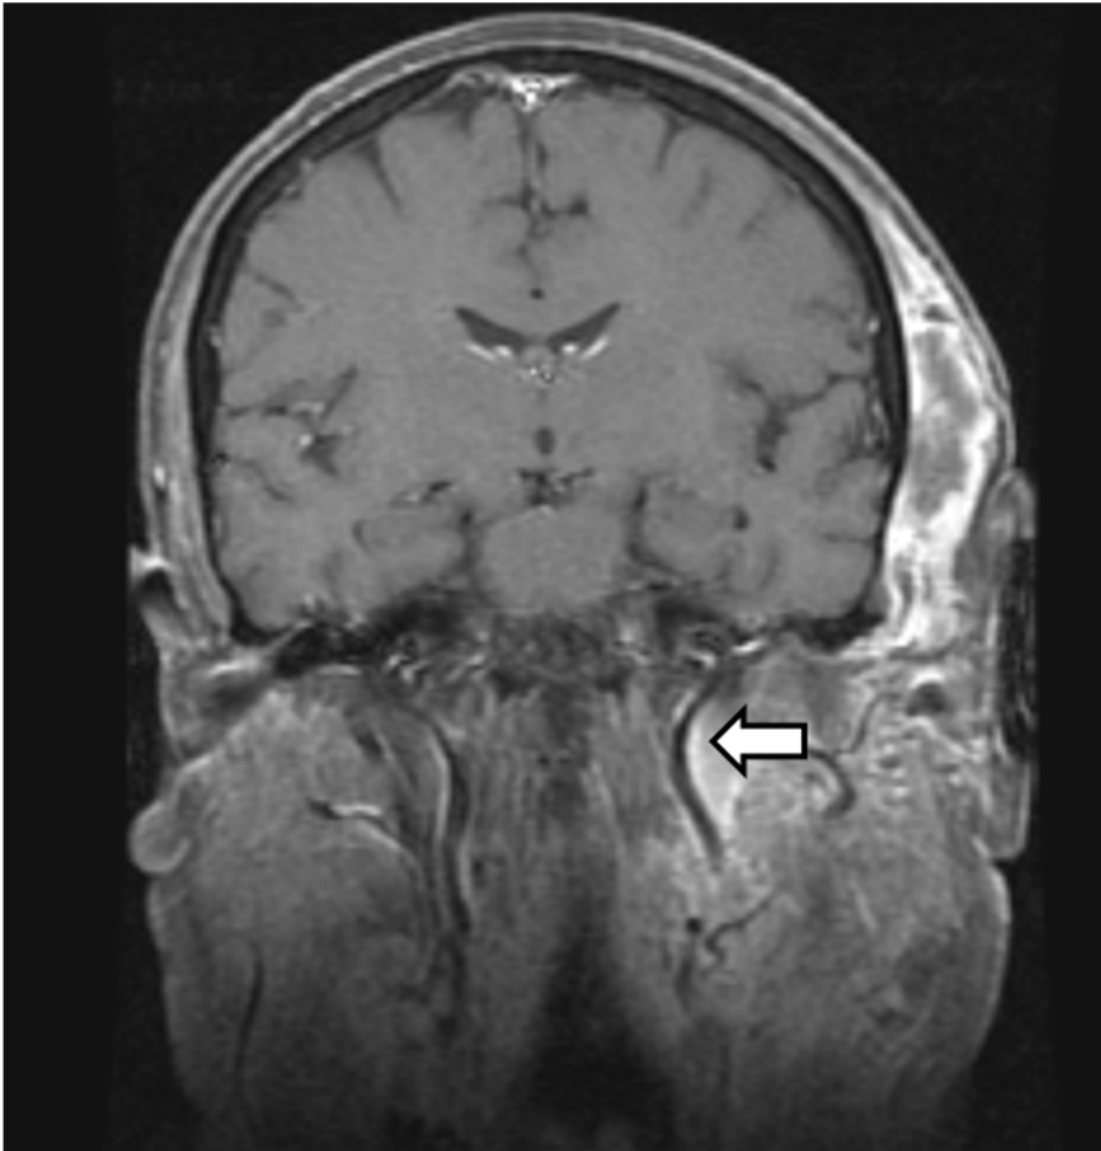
Schwannoma vagal izquierdo, RMN en secuencia T1. La flecha señala el desplazamiento medial de la carótida interna.
